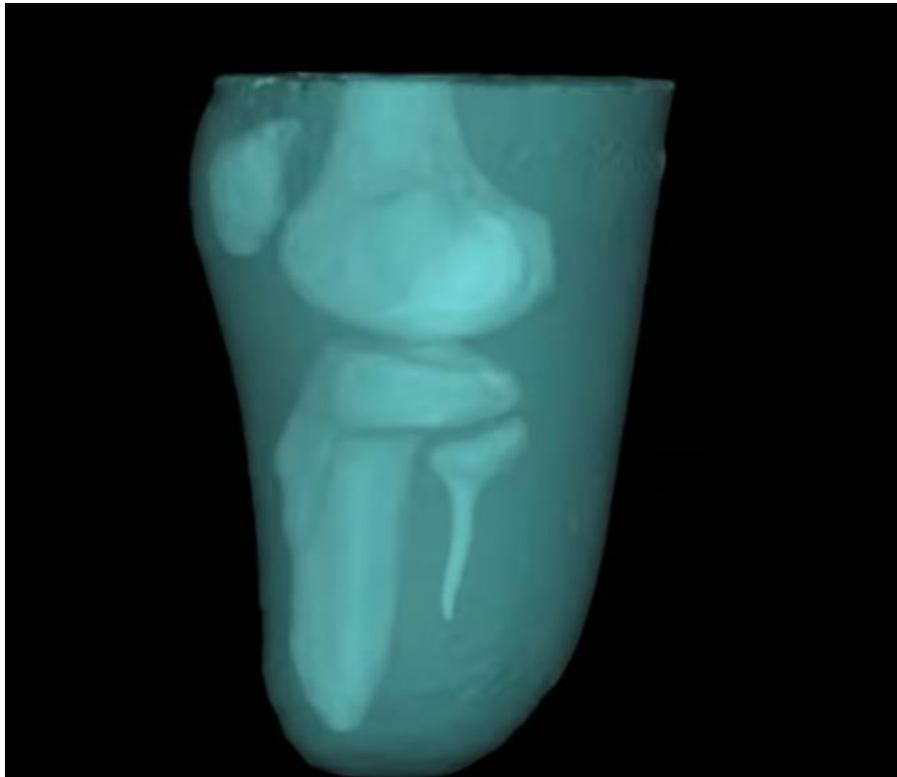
Ressonância magnética do membro inferior do Hugh Herr
